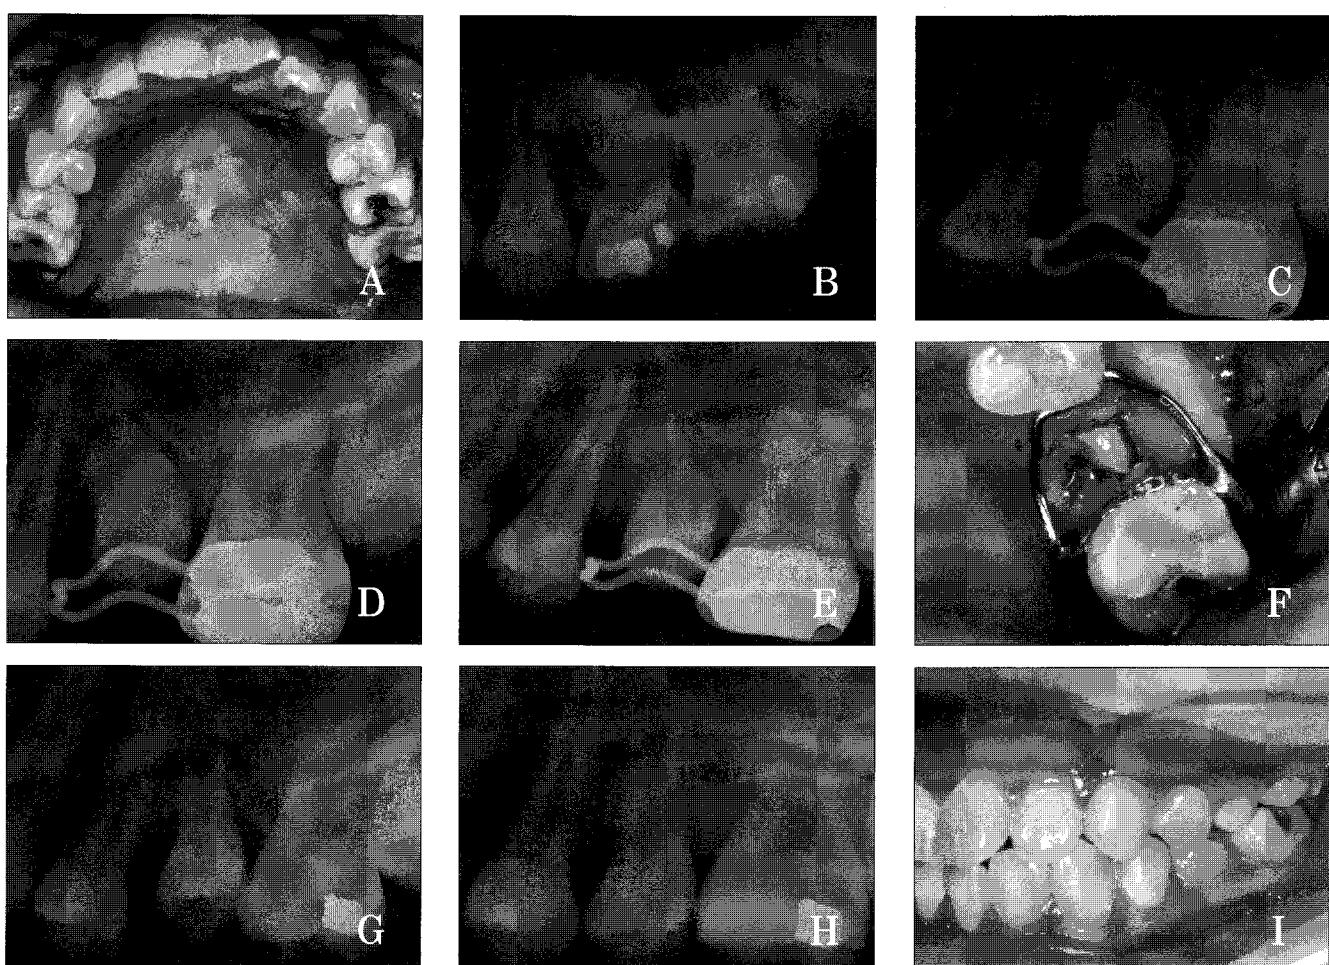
A, B. Radiographic view & intraoral view at initial visit.
